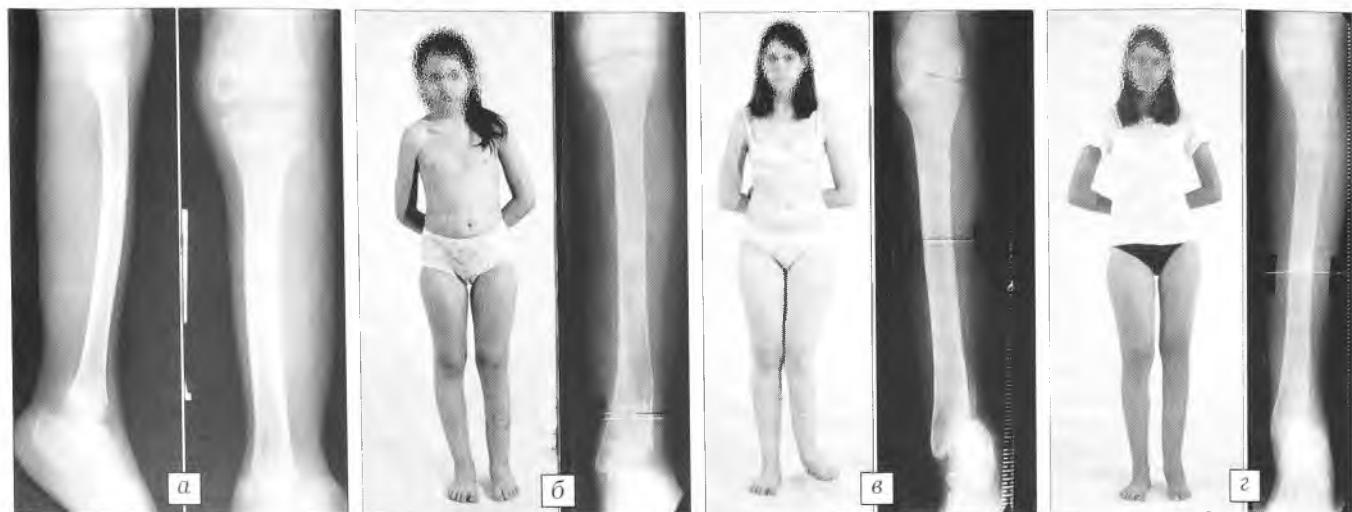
Рентгенограммы и внешний вид больной А.
